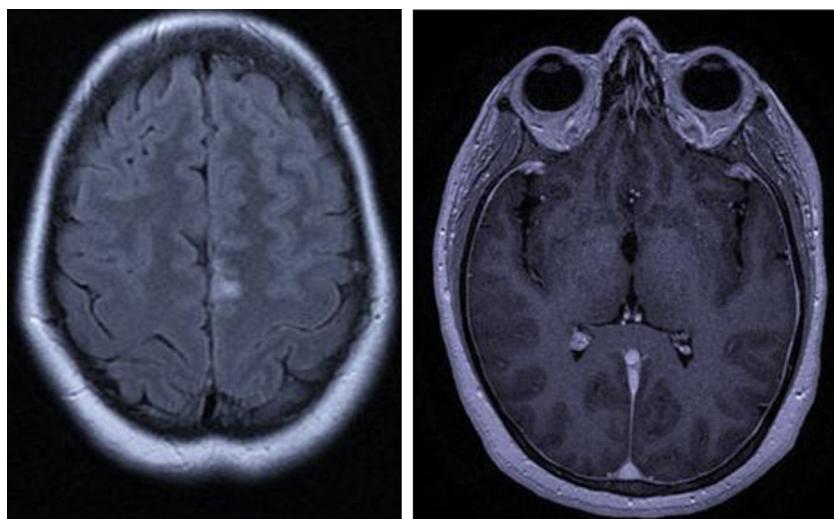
Caso 2: RMN encefálica: lesión frontal izquierda. Refuerzo meníngeo.
